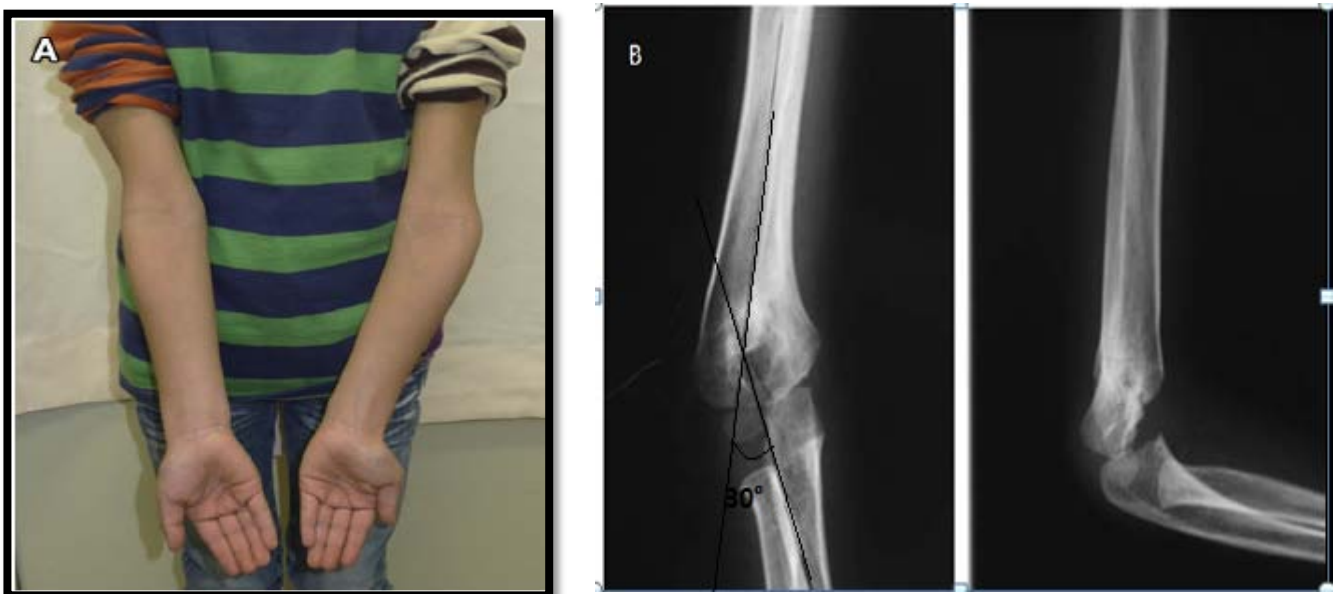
A. aspect clinique d'une déformation en varus de 30° gauche chez un garçon de 7 ans suite à une fracture supracondylienne négligée qui a présenté une limitation de la flexions à 85°, B : radiographie du coude gauche face et profil du même patient montrant la déformation en varus avec un petit bec osseux.
